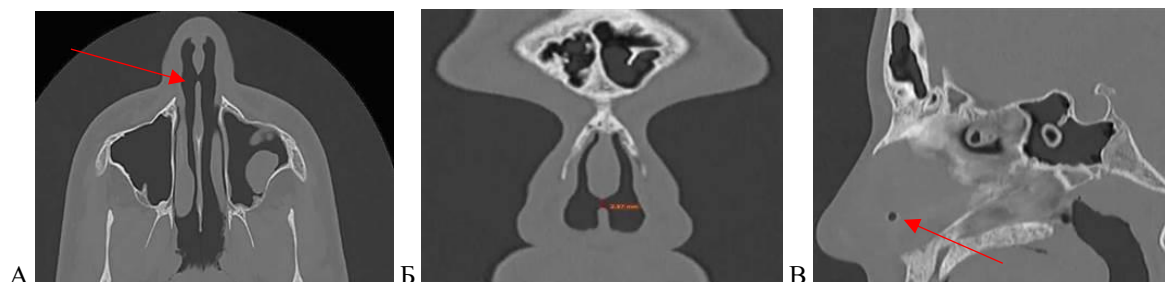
КТ ОНП ребенка 15 лет. Маленькая перфорация в передних отделах ПН в сочетании с кистой левой верхнечелюстной пазухи. Аксиальная (А), коронарная (Б), сагиттальная (В) проекции
